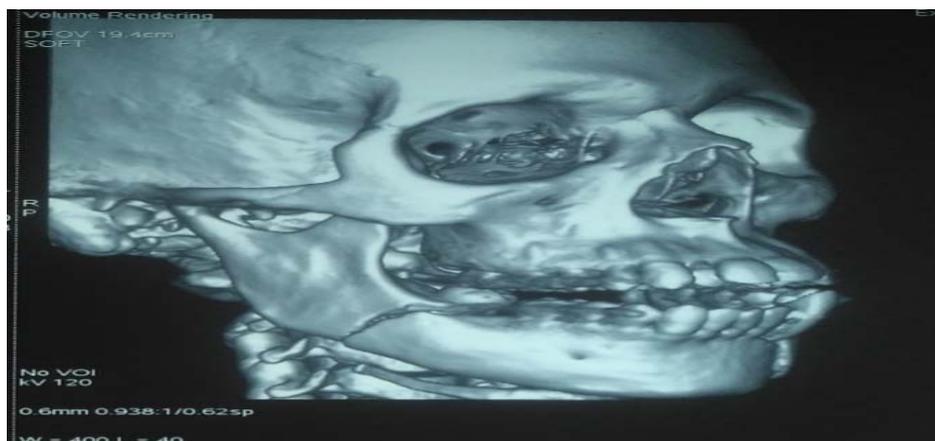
TDM en reconstructio3D de la Fracture bifocale angulaire droite et parasymphysaire gauche
